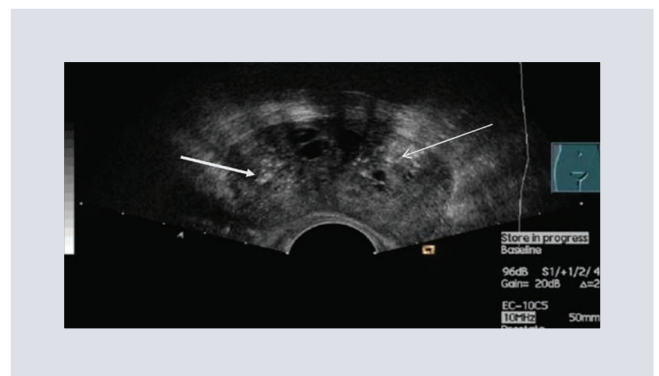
Imágenes ovals hiperecogénicas donde se observan calcificaciones evaluadas con ultrasonido transrectal prostático.
